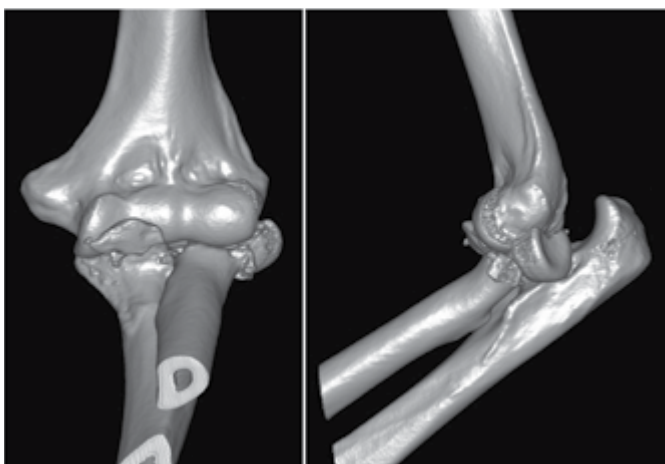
Tomografia computadorizada (reconstrução em 3D) da lesão.
